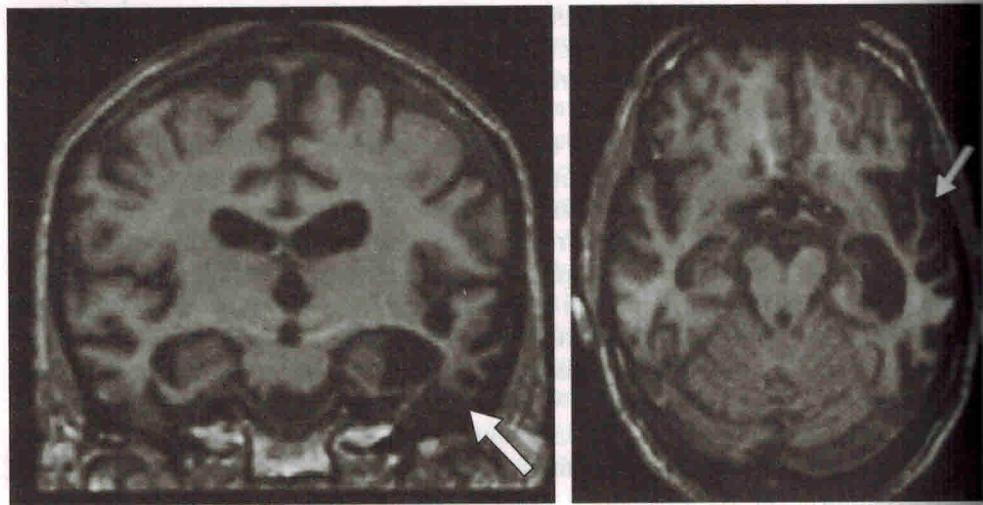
МРТ головного мозга Т1-ВИ. Отображены атрофические изменения передних отделов височной доли (показаны стрелкой).
